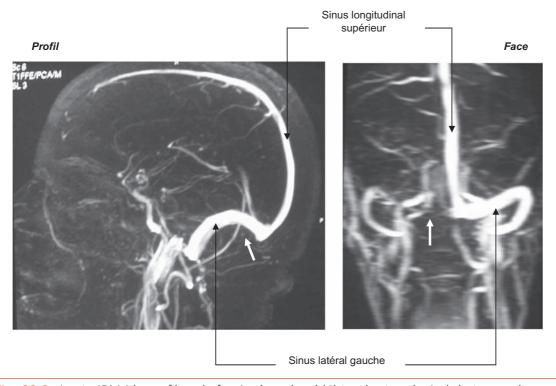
Angio-IRM (de profil et de face) : thrombophlébite du sinus latéral droit compliquant une otite externe maligne. Même patient qu'en figure 98-2, l'angio-IRM montre une amputation du sinus latéral droit (flèche blanche).
